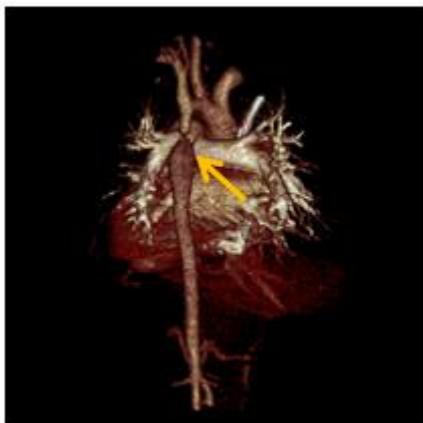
МСКТ-ангиография, VRT реконструкция, ребенок К.3мес, коарктация аорты
